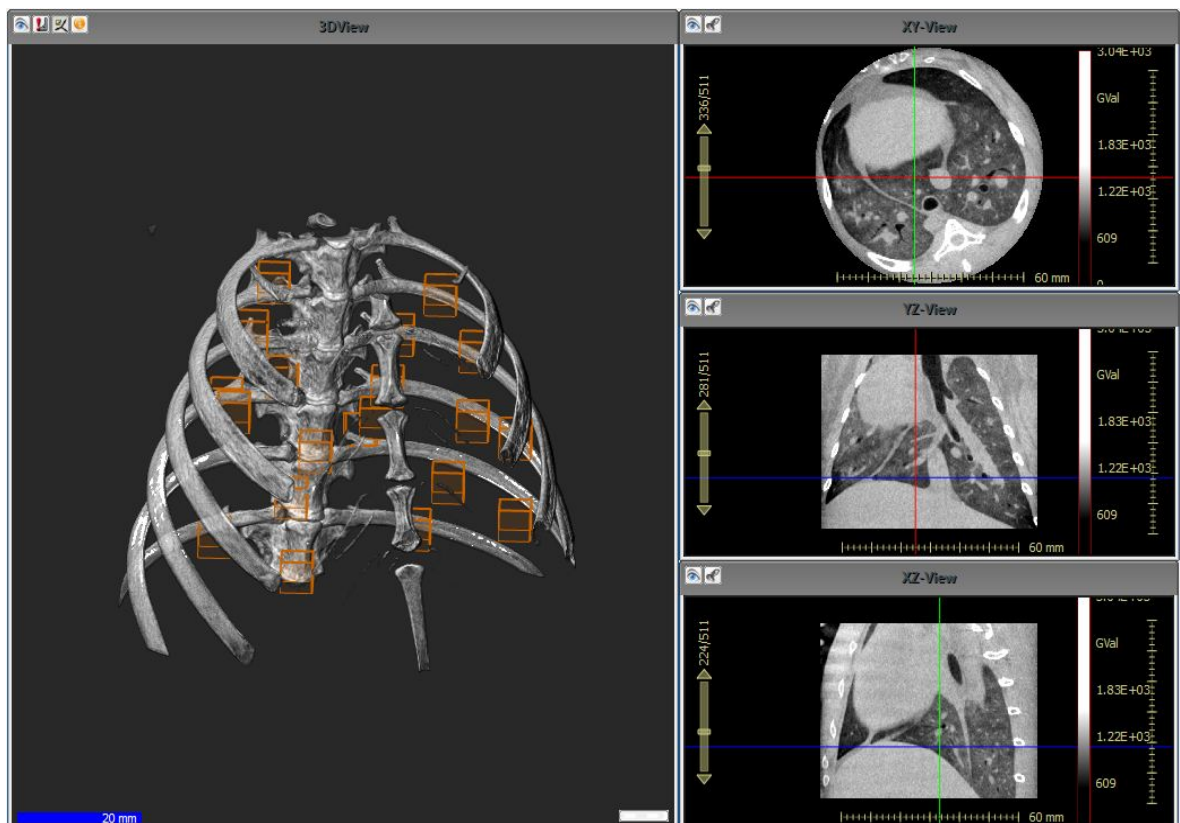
Beispielhafte Darstellung der VOI-Positionierung im 3D-Lungen-CT mittels der Software Scry v5. Rechts Darstellung der Koronar-, Axial- und Sagittalebene der ausgewählten Position im CT.
